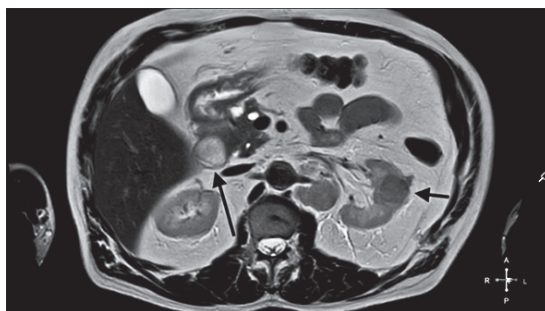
IRM abdominal în plan Axial, secvența T2w. Tumoră de rinichi cu afectarea metastatică a nodulilor limfatici de hil renal (săgeată scurtă). Formațiune de volum în lumenul duodenal (săgeată lungă) – hamartrom.
